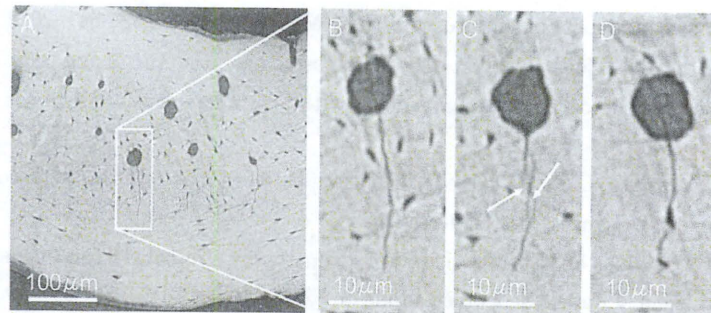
シンクロトロンCTで観察したマイクロクラック
